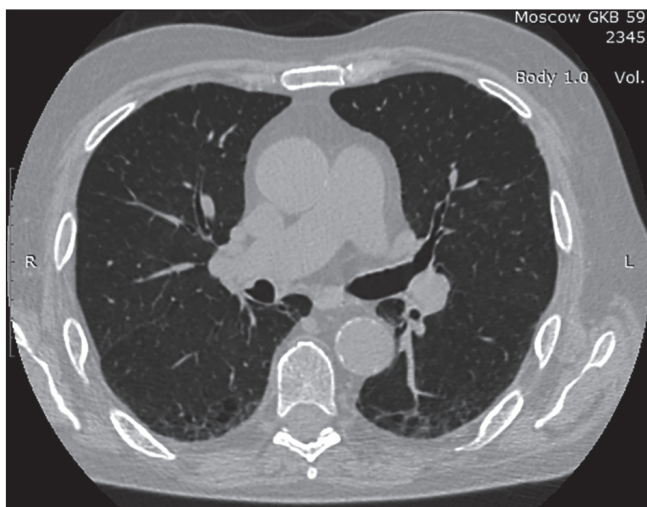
КТ-исследование № 3. По сравнению с предыдущим исследованием определяется разрешение ранее выявленных зон «матового стекла» и консолидации легочной ткани в обеих легких, исчезновение выпота в плевральных полостях
